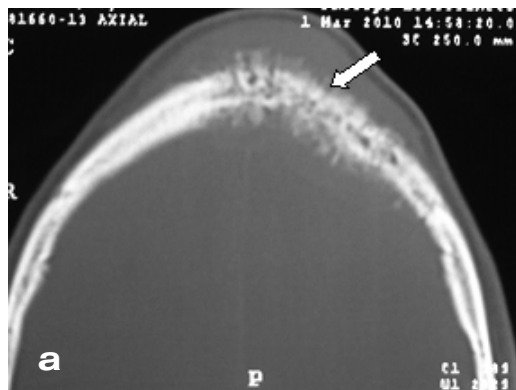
Компьютерная (а) и магнитно-резонансная (б) томограммы: объемное образование в проекции лобной кости с наличием субдурального и подкожного компонентов. Определяется выраженное изменение костной структуры с формированием спикюлоподобных костных разрастаний (указано стрелкой)
